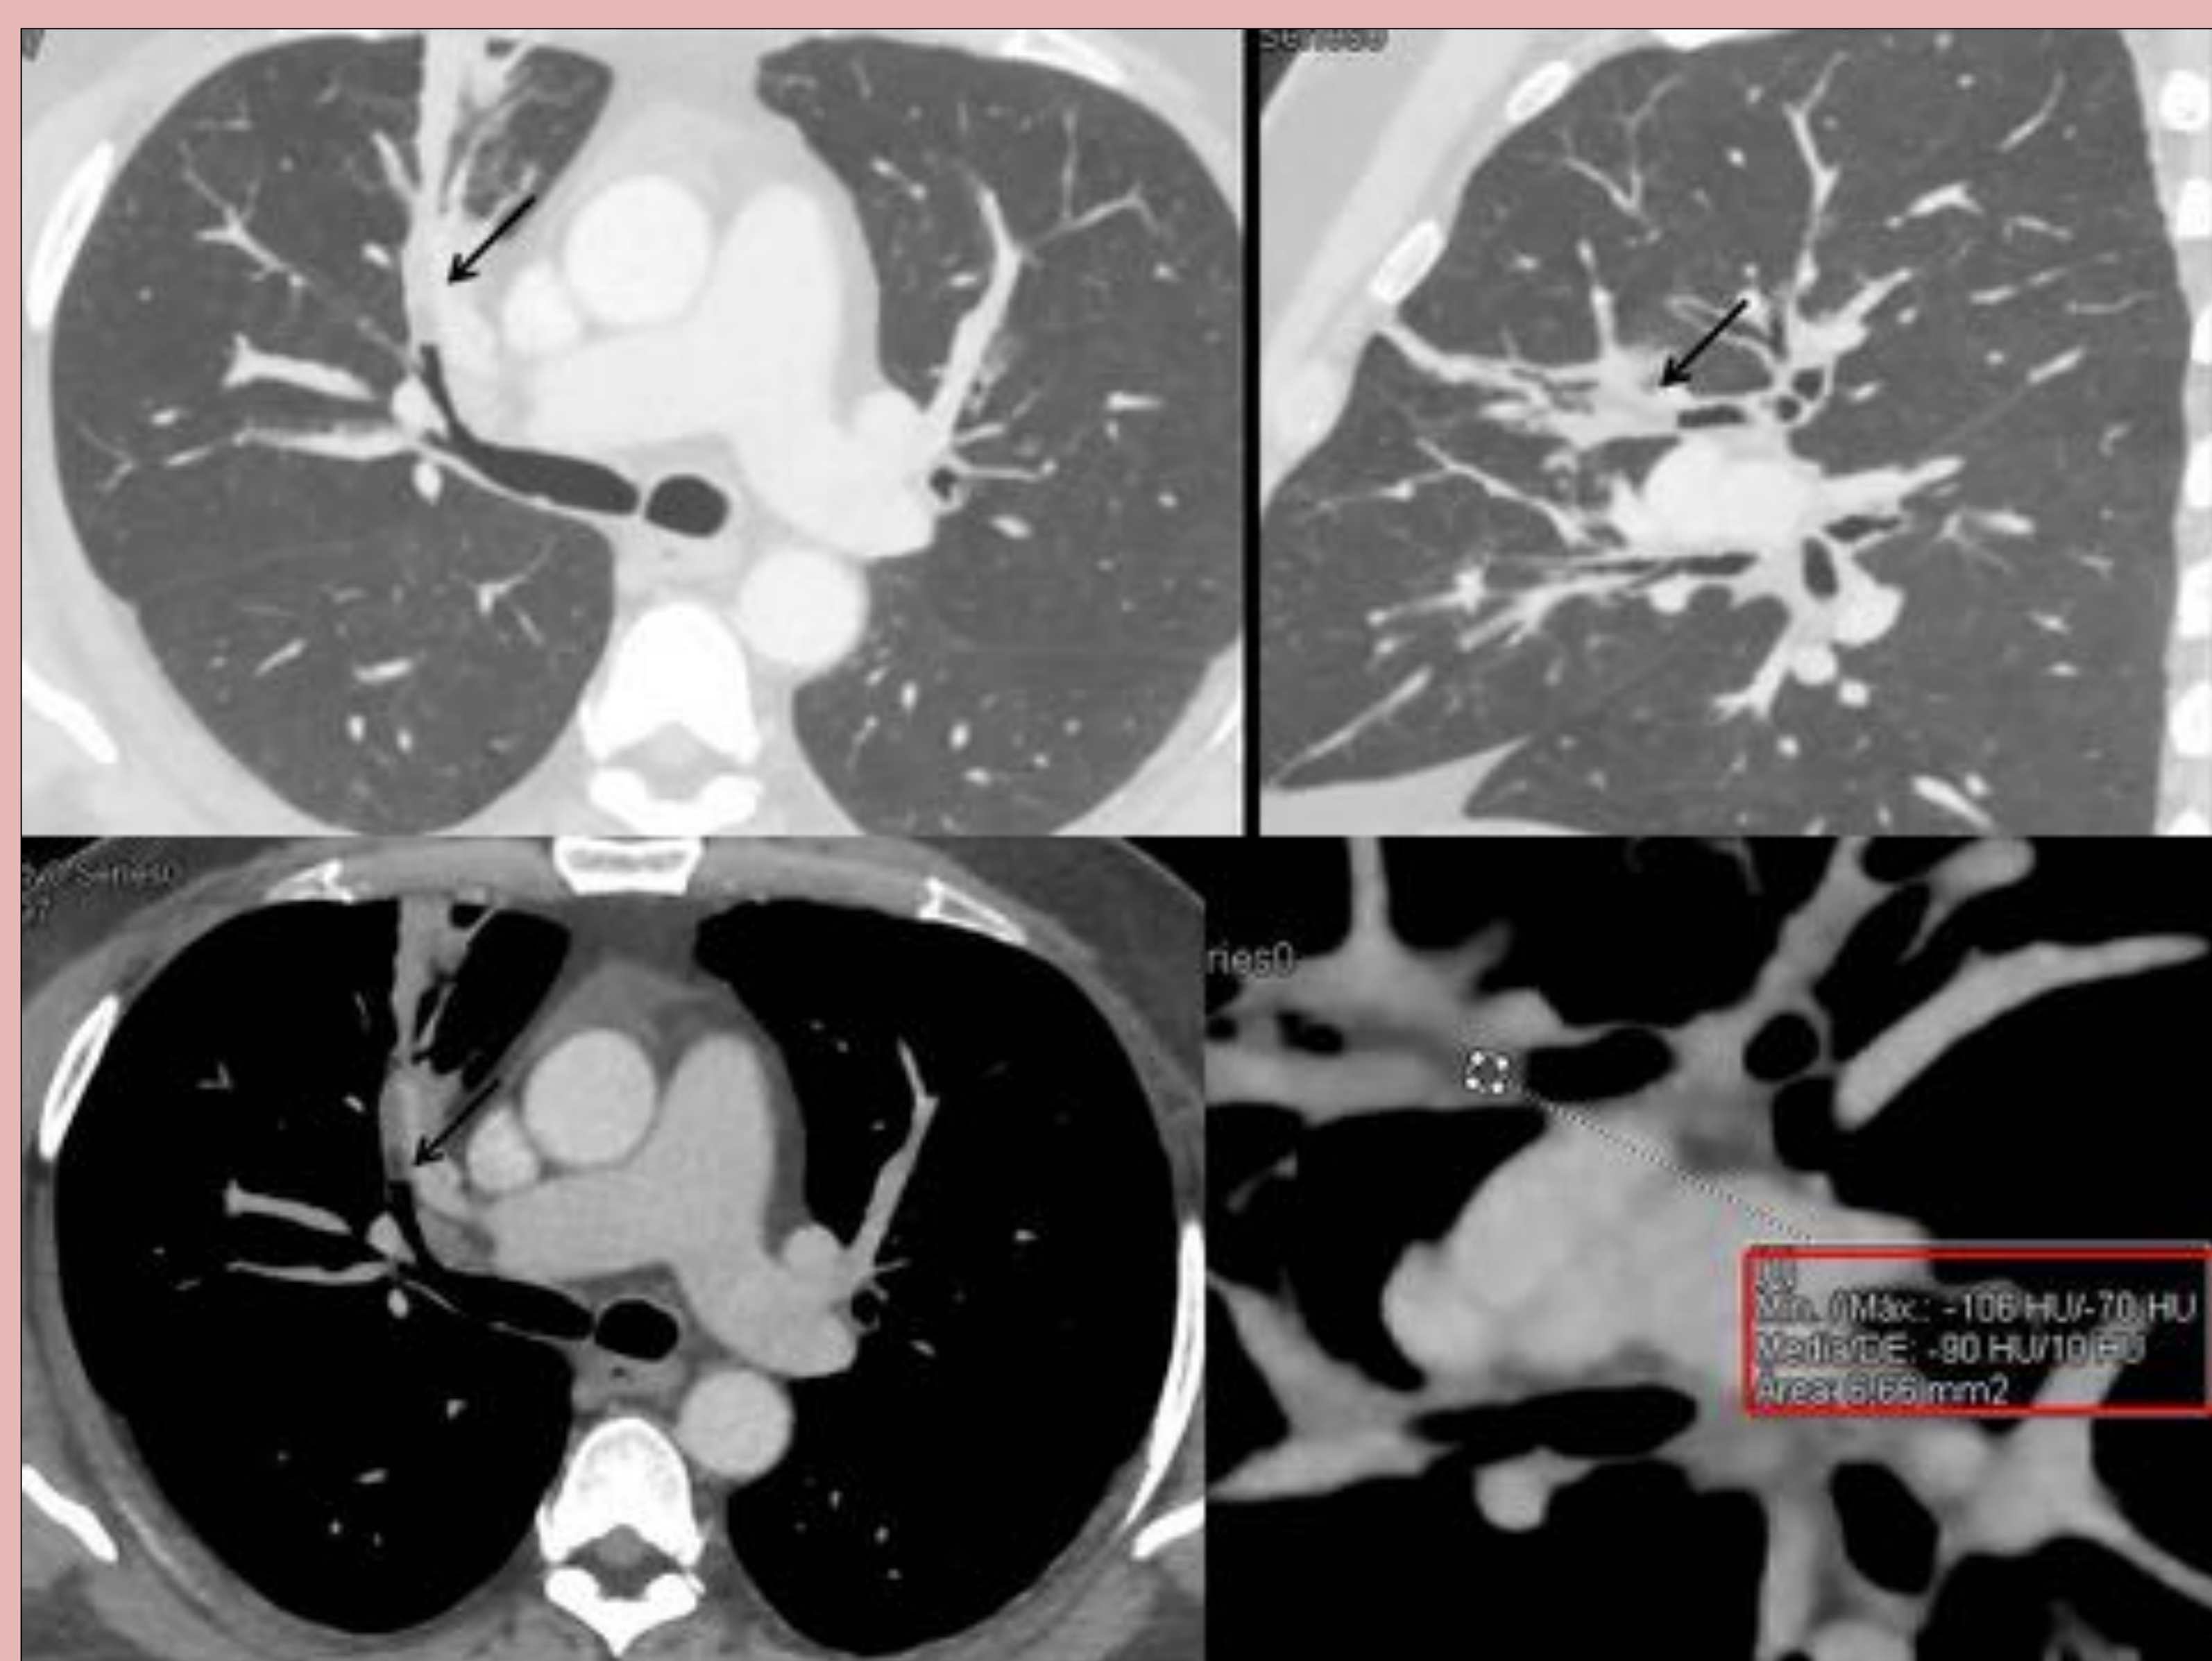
Cortes axiales de TC con contraste iv en ventana pulmón (a) y mediastino (b) y coronal en ventana pulmón (c) que muestran la ocupación del bronquio segmentario anterior del LSD por un material hipodenso. Imagen aumentada de un corte sagital en ventana mediastino con roi en la lesión que muestra una media de -90 UH, lo que indica componente graso en la misma, un signo de benignidad.
